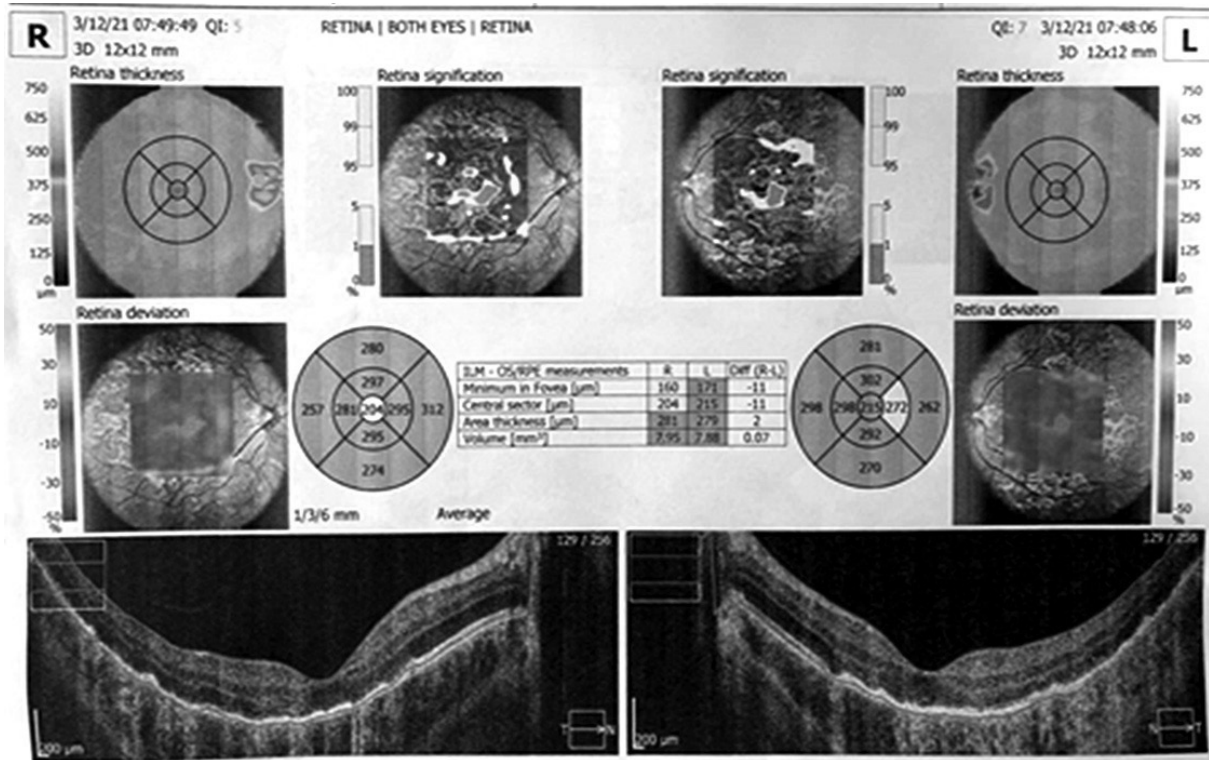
Оптична когерентна томограма зони макули обох очей пацієнтки до лікування.
